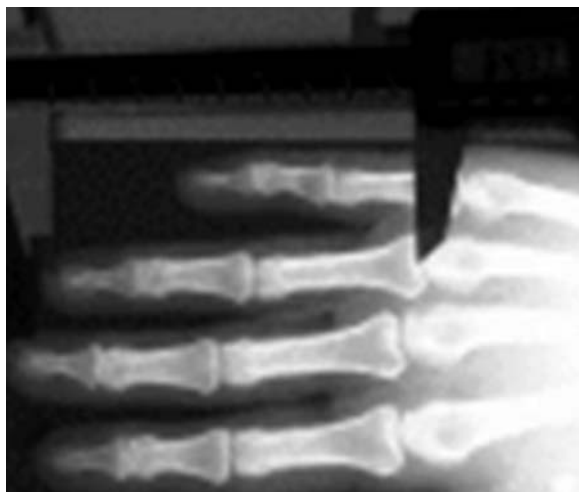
Измерение длины пальцев на рентгенограмме по T. Vehmas et al., 2006
